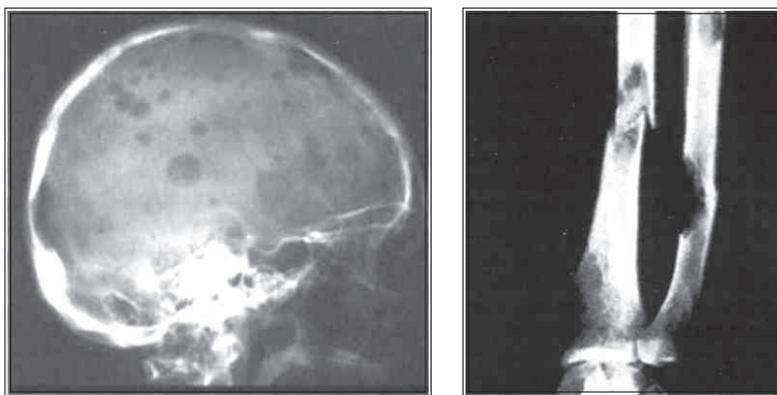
Рентгенологические симптомы поражения костей при миеломной болезни
